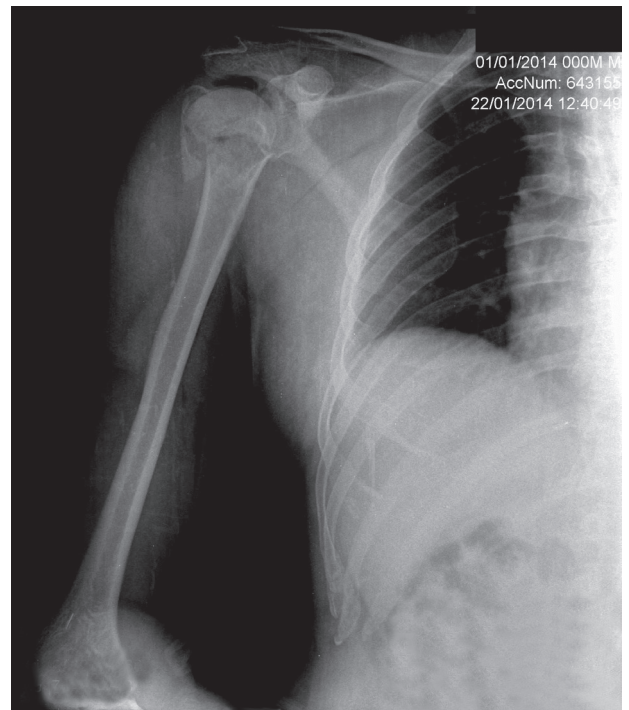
Radiografía de hombro, de frente, después de la reducción.
